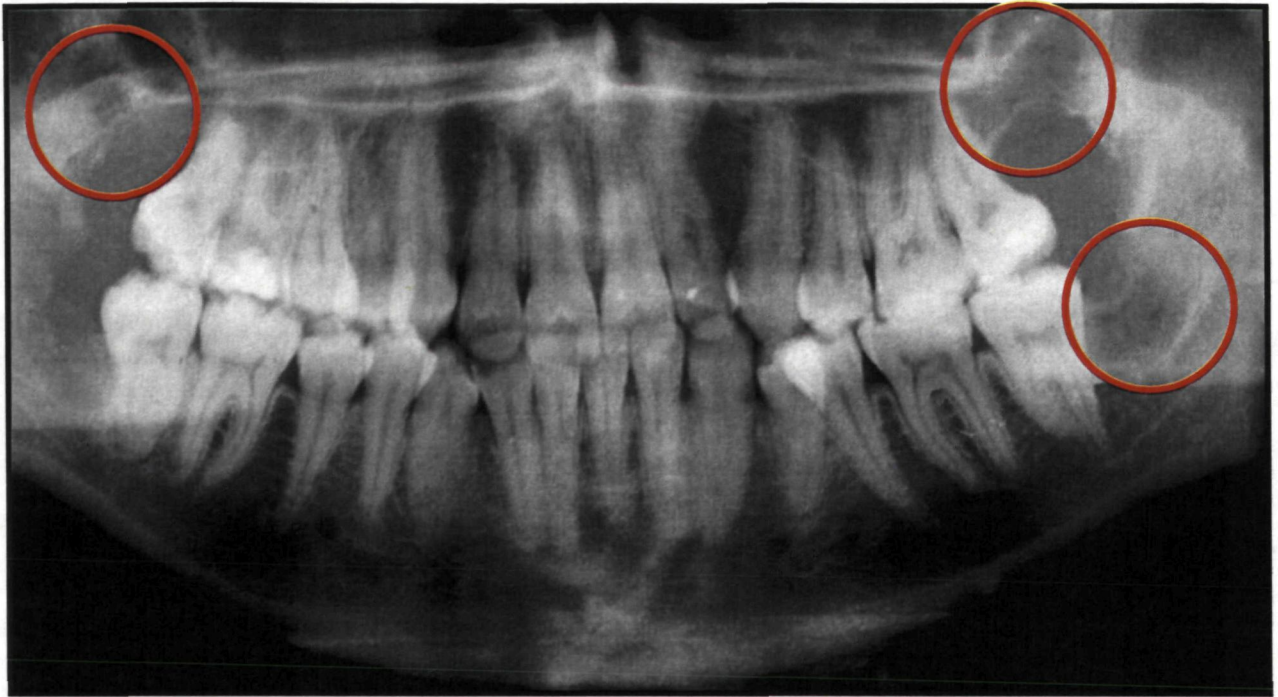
Та же больная. Отпечаток ортопантомограммы, выполненной непосредственно сразу после проведенных операций
